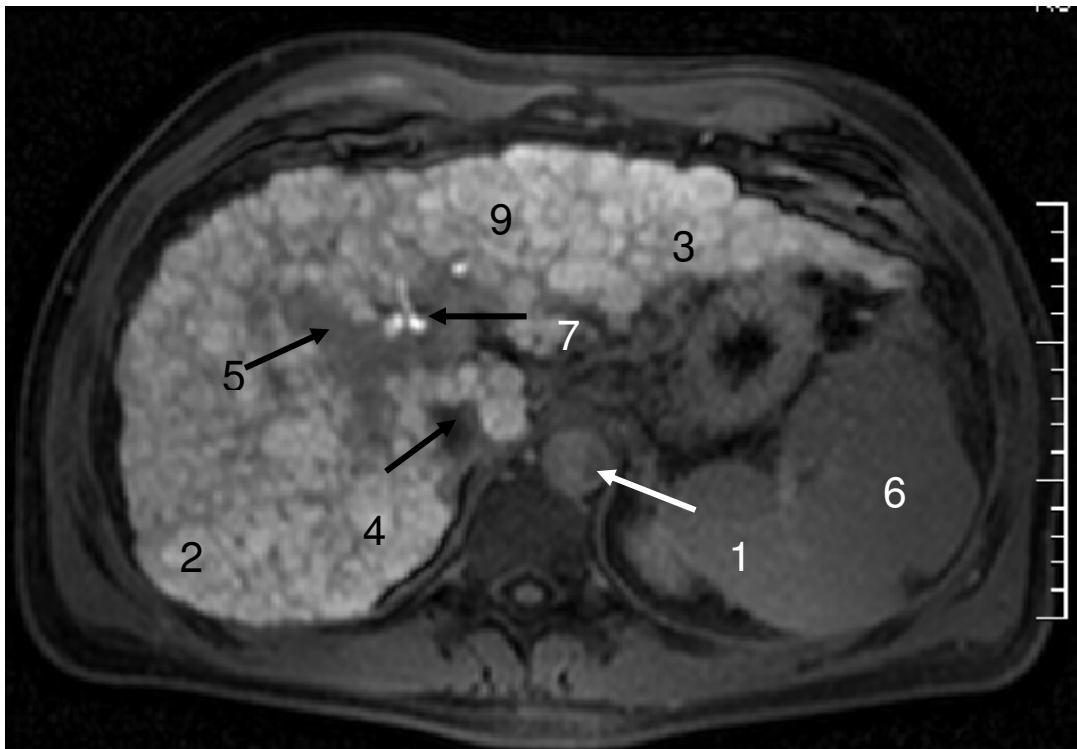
Zirrhotische Leber, Sequenz: TR 123 TE 6,9, MRT 1; 20 min nach Kontrastmittelgabe; 1 Aorta; 2 rechter Leberlappen; 3 hypertrophierter linker Leberlappen; 4 Vena cava inferior; 5 Lebervenen; 6 Splenomegalie; 7 DHC; 9 knotiger Umbau der Leberoberfläche
